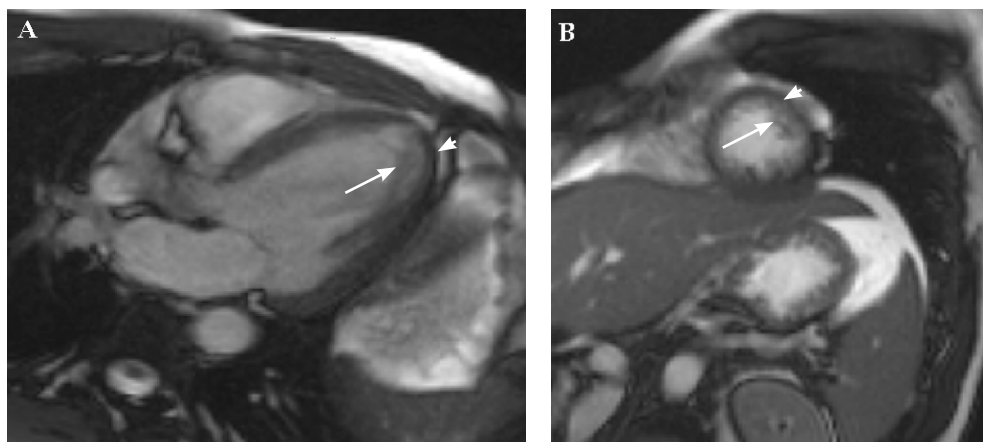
Imágenes de resonancia magnética cardíaca en secuencia cine adquiridas en diástole. A. Secuencia cine en 3 cámaras. B. Secuencia cine en eje corto de región apical. En ambas imágenes, el triángulo indica el miocardio compactado normal y la flecha indica el miocardio no compactado.
